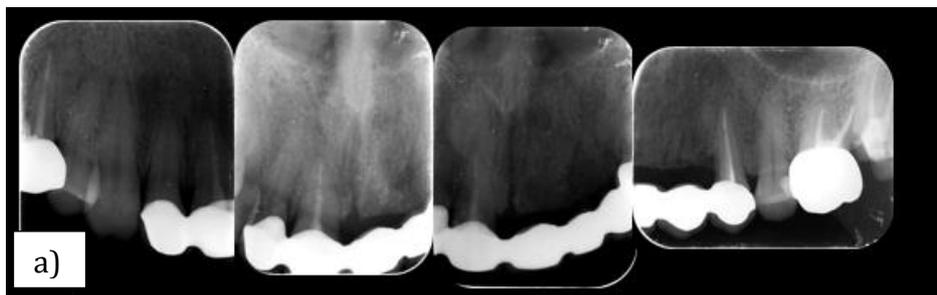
a) Radiografías control a los 6 meses. Fuente directa.
